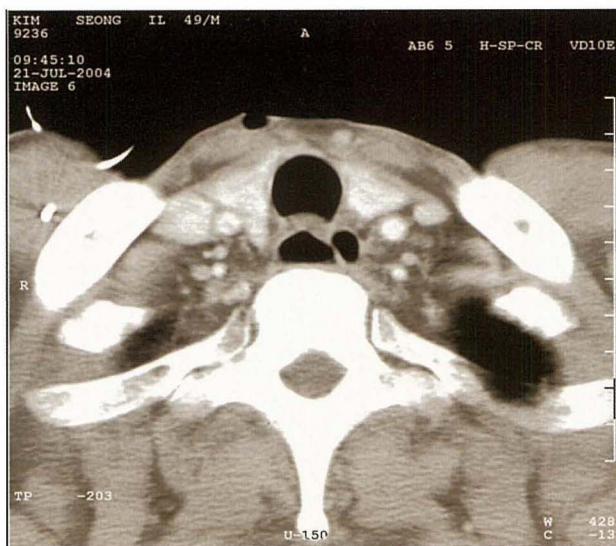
Chest CT shows a double lumen at upper esophagus
